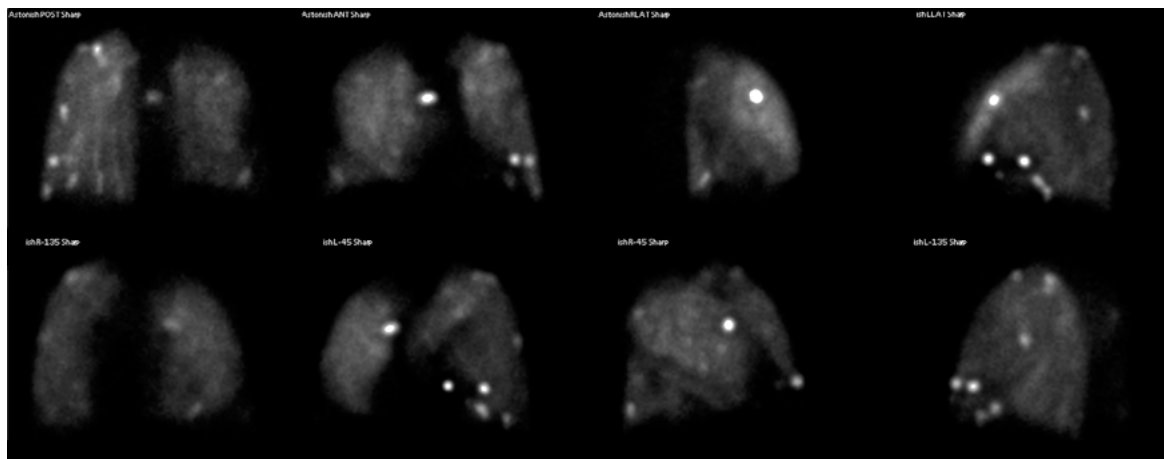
Перфузионные сцинтиграммы легких с “горячими” очагами вследствие методической ошибки, допущенной при инъекции  $^{99m}\text{Tc}$ -ММА .
